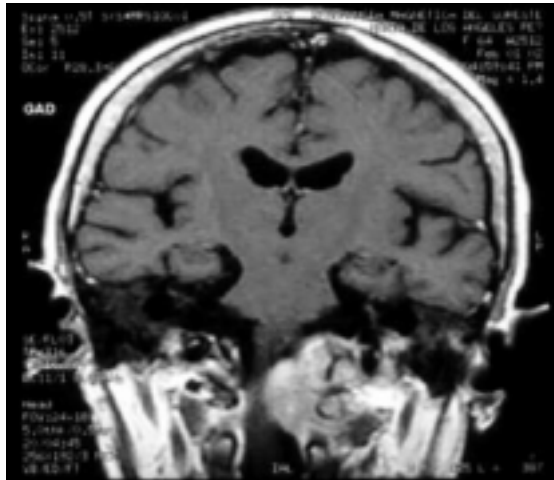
Resonancia magnética, en T1. Corte coronal con administración de gadolinio, donde se observa tumoración hiperintensa en región craneoespinal izquierda que produce compresión extradural con dislocación del tallo y médula espinal.
